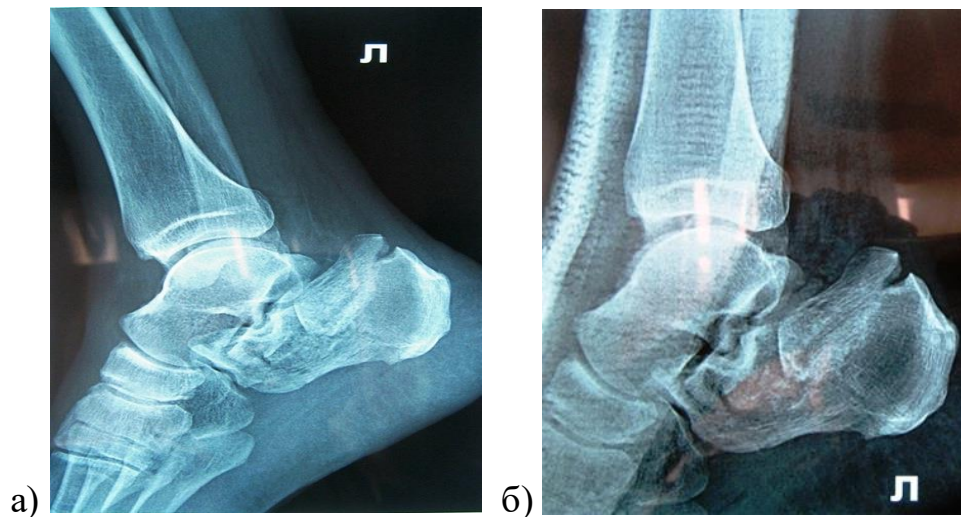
Рентгенограмма левой пяточной кости (боковая проекция) пациента К. при поступлении: а) до ручной репозиции без гипсовой лонгетной иммобилизации - многооскольчатый внутрисуставной перелом левой пяточной кости со смещением отломков; б) после ручной репозиции с лонгетной иммобилизацией (сохраняется смещение отломков).
